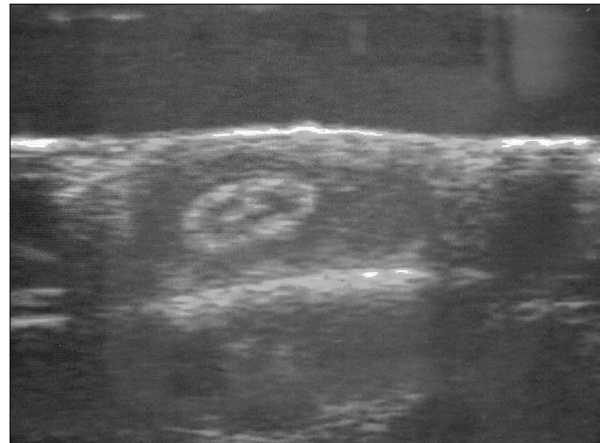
Ecografía de la lesión.
